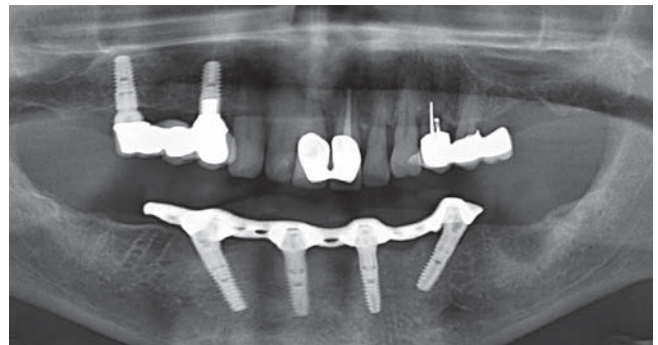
Röntgenologische Kontrolle nach der Sofortimplantation und Sofortversorgung im Unterkiefer (SKY fast & fixed, bredent medical/Senden)
